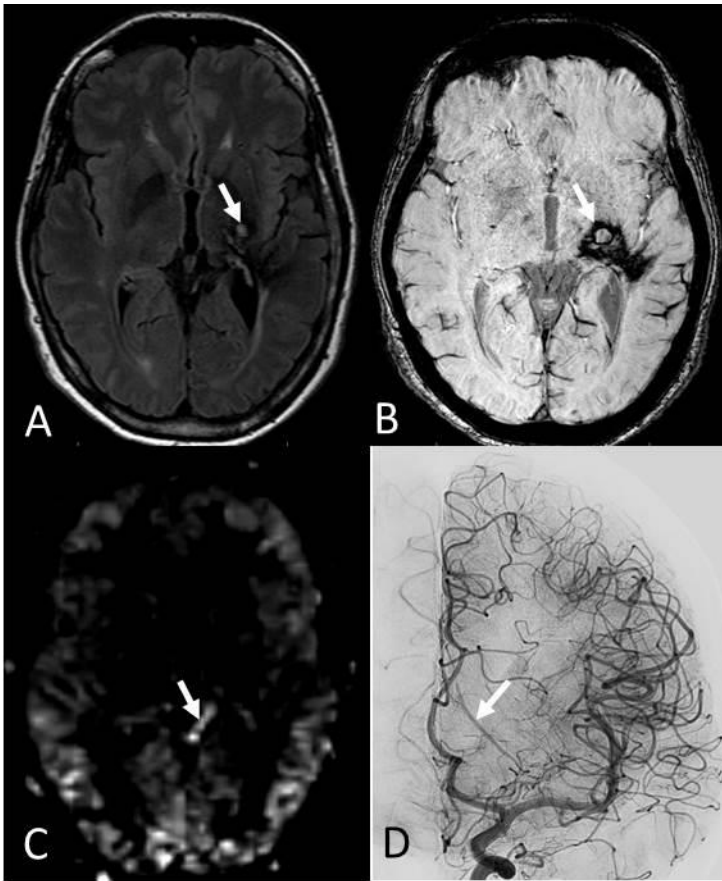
(patient 2): Follow-up MRI 7 years after radiosurgery for a ruptured AVM of left thalamus. A. Axial FLAIR shows a slight hypersignal at the site of the radiologically treated nidus. B. T2* image shows hypointense hemorrhagic sequelae in the left deep nuclei. C. ASL image shows a focal tubular hyperintense signal of the deep draining vein. D. DSA with frontal intracranial view from left carotid angiogram confirms the presence of a residual arterio-venous shunting without measurable nidus. Only an early contrast filling of the draining vein is detected on angiogram (arrow).
